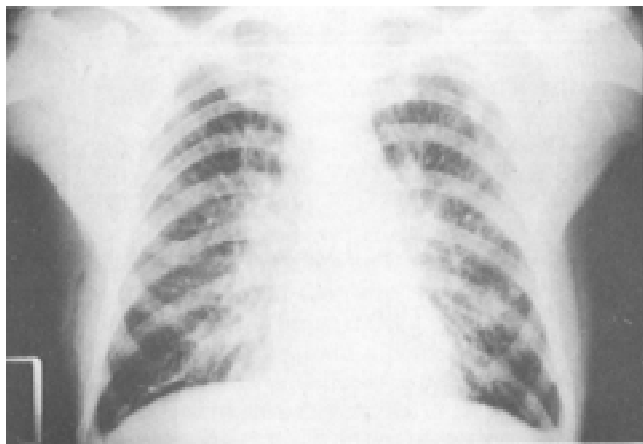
Radiografía de tórax PA en la cual se observa un patrón reticulonodular e intersticial de predominio central e hilar, hay prominencia de este último.
